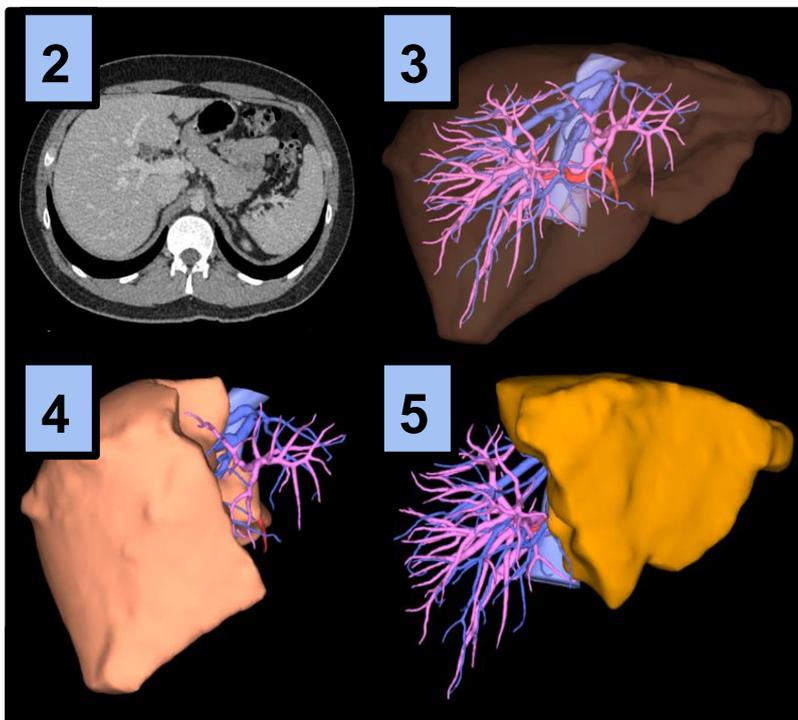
TC de abdomen con contraste endovenoso, donde se observa hígado de donante vivo de forma, tamaño y densidad conservada. Figura 3. Volumetría hepática tridimensional donde se representa la vena cava inferior (celeste), venas suprahepáticas (azul), ramas portales (rosa) y arteriales (rojo). Figura 4. Representación del volumen del lóbulo derecho. Figura 5. Representación del volumen del lóbulo izquierdo.
